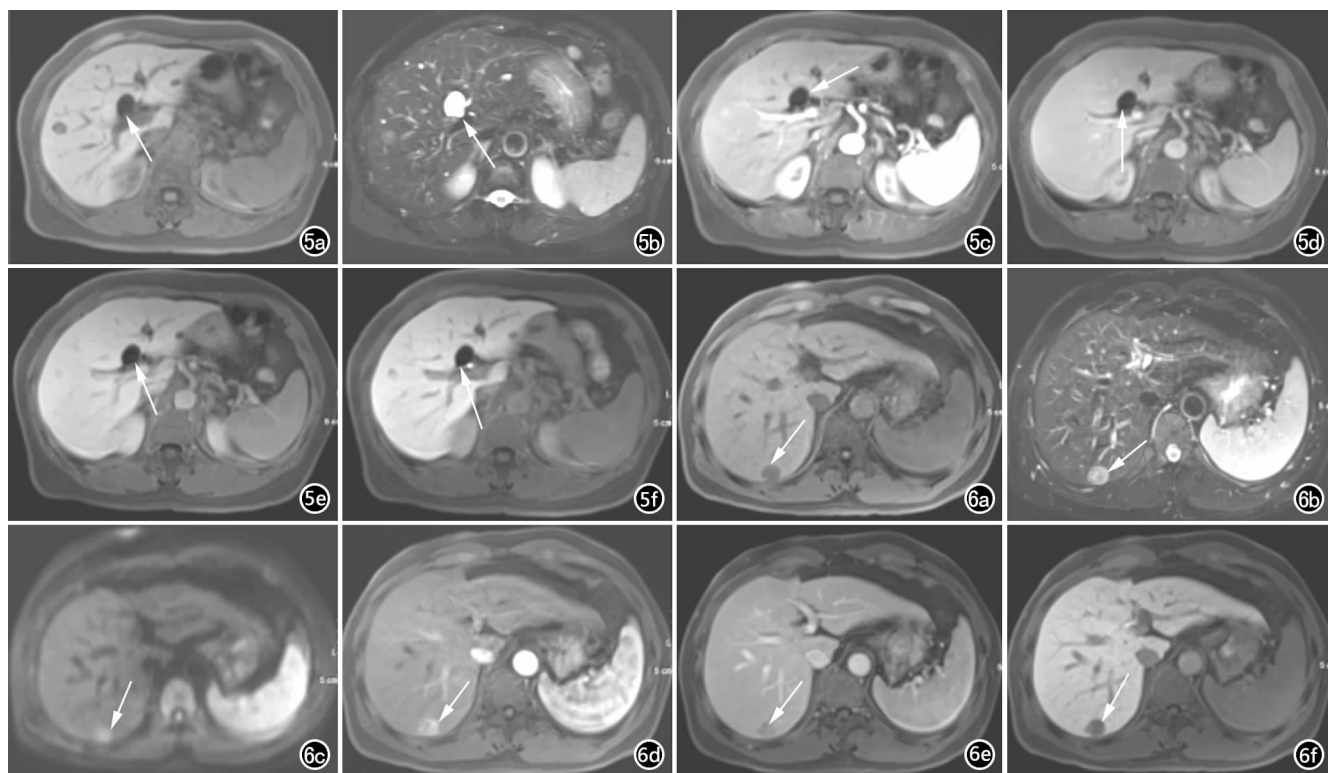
女, 64 岁, 肝右叶囊肿。a) T_1 WI 示肝右内叶一类圆形异常信号灶(箭), 直径约 1.5cm, 呈低信号, 边缘光整; b) T_2 WI 示病灶呈明显高信号(箭); c) 动脉期示病灶无明显强化(箭); d) 门脉期示病灶呈相对低信号(箭); e) 延迟期病灶仍呈相对低信号, 边界清(箭); f) 肝胆特异期示病灶呈明显低信号, 边界清(箭)。图 6 男, 53 岁, 肝右后叶 sHCC, III 级。a) T_1 WI 示肝右后叶一结节状异常信号灶(箭), 直径约 1.8cm, 呈低信号, 边界尚清; b) T_2 WI 示病灶呈稍高信号(箭); c) DWI 示病灶呈稍高信号(箭); d) 增强扫描动脉期示病灶呈中度不均匀强化(箭); e) 门脉期示病灶呈相对低信号(箭); f) 肝胆特异期示病灶呈明显低信号, 边界清(箭)。
